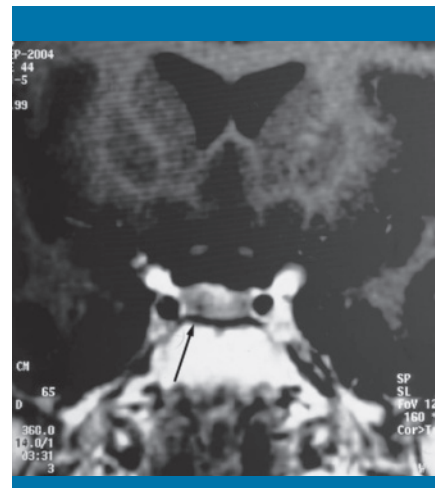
Resonancia magnética craneal (corte coronal), en la que se observa un adenoma en el margen derecho de la hipófisis
